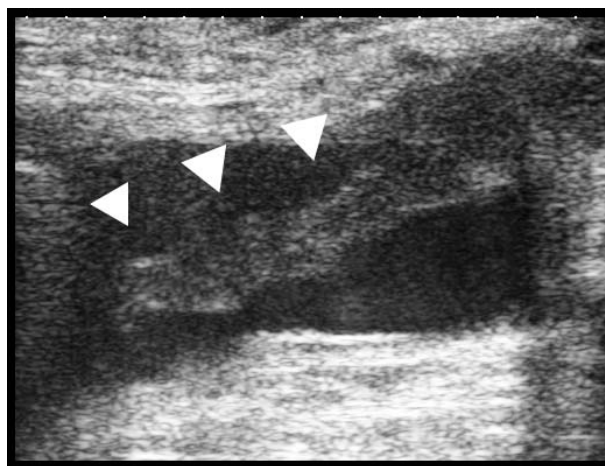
EHIT (endovenous heat-induced thrombus) EVLA 術後エコーで焼灼した GSV 断端から大腿静脈内に血栓 () が伸展し、浮遊している。
